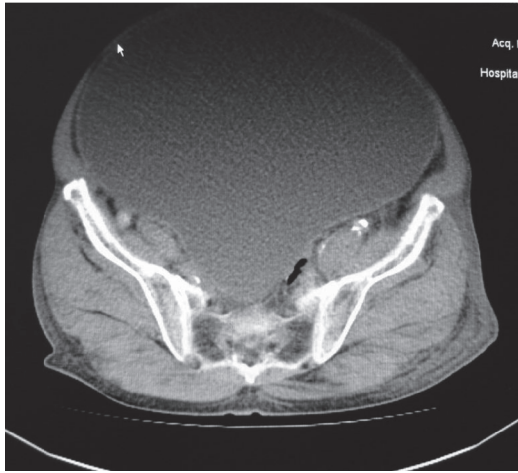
Mesanenin distandü BT görünümü. Böbreklerin üst pollerinin sınır teşkil ettiği ksifoide dek uzanımı görülmektedir.
